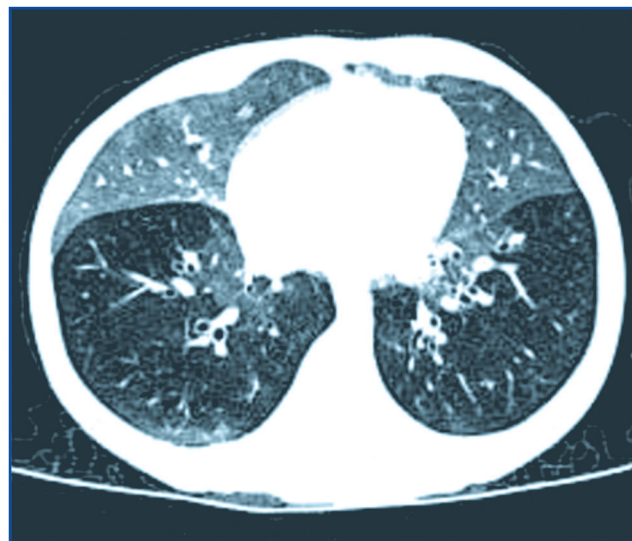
Высокоразрешающая компьютерная томография, срез на уровне средней доли правого легкого, язычковых сегментов левого легкого: участки затемнения по типу матового стекла [5]
